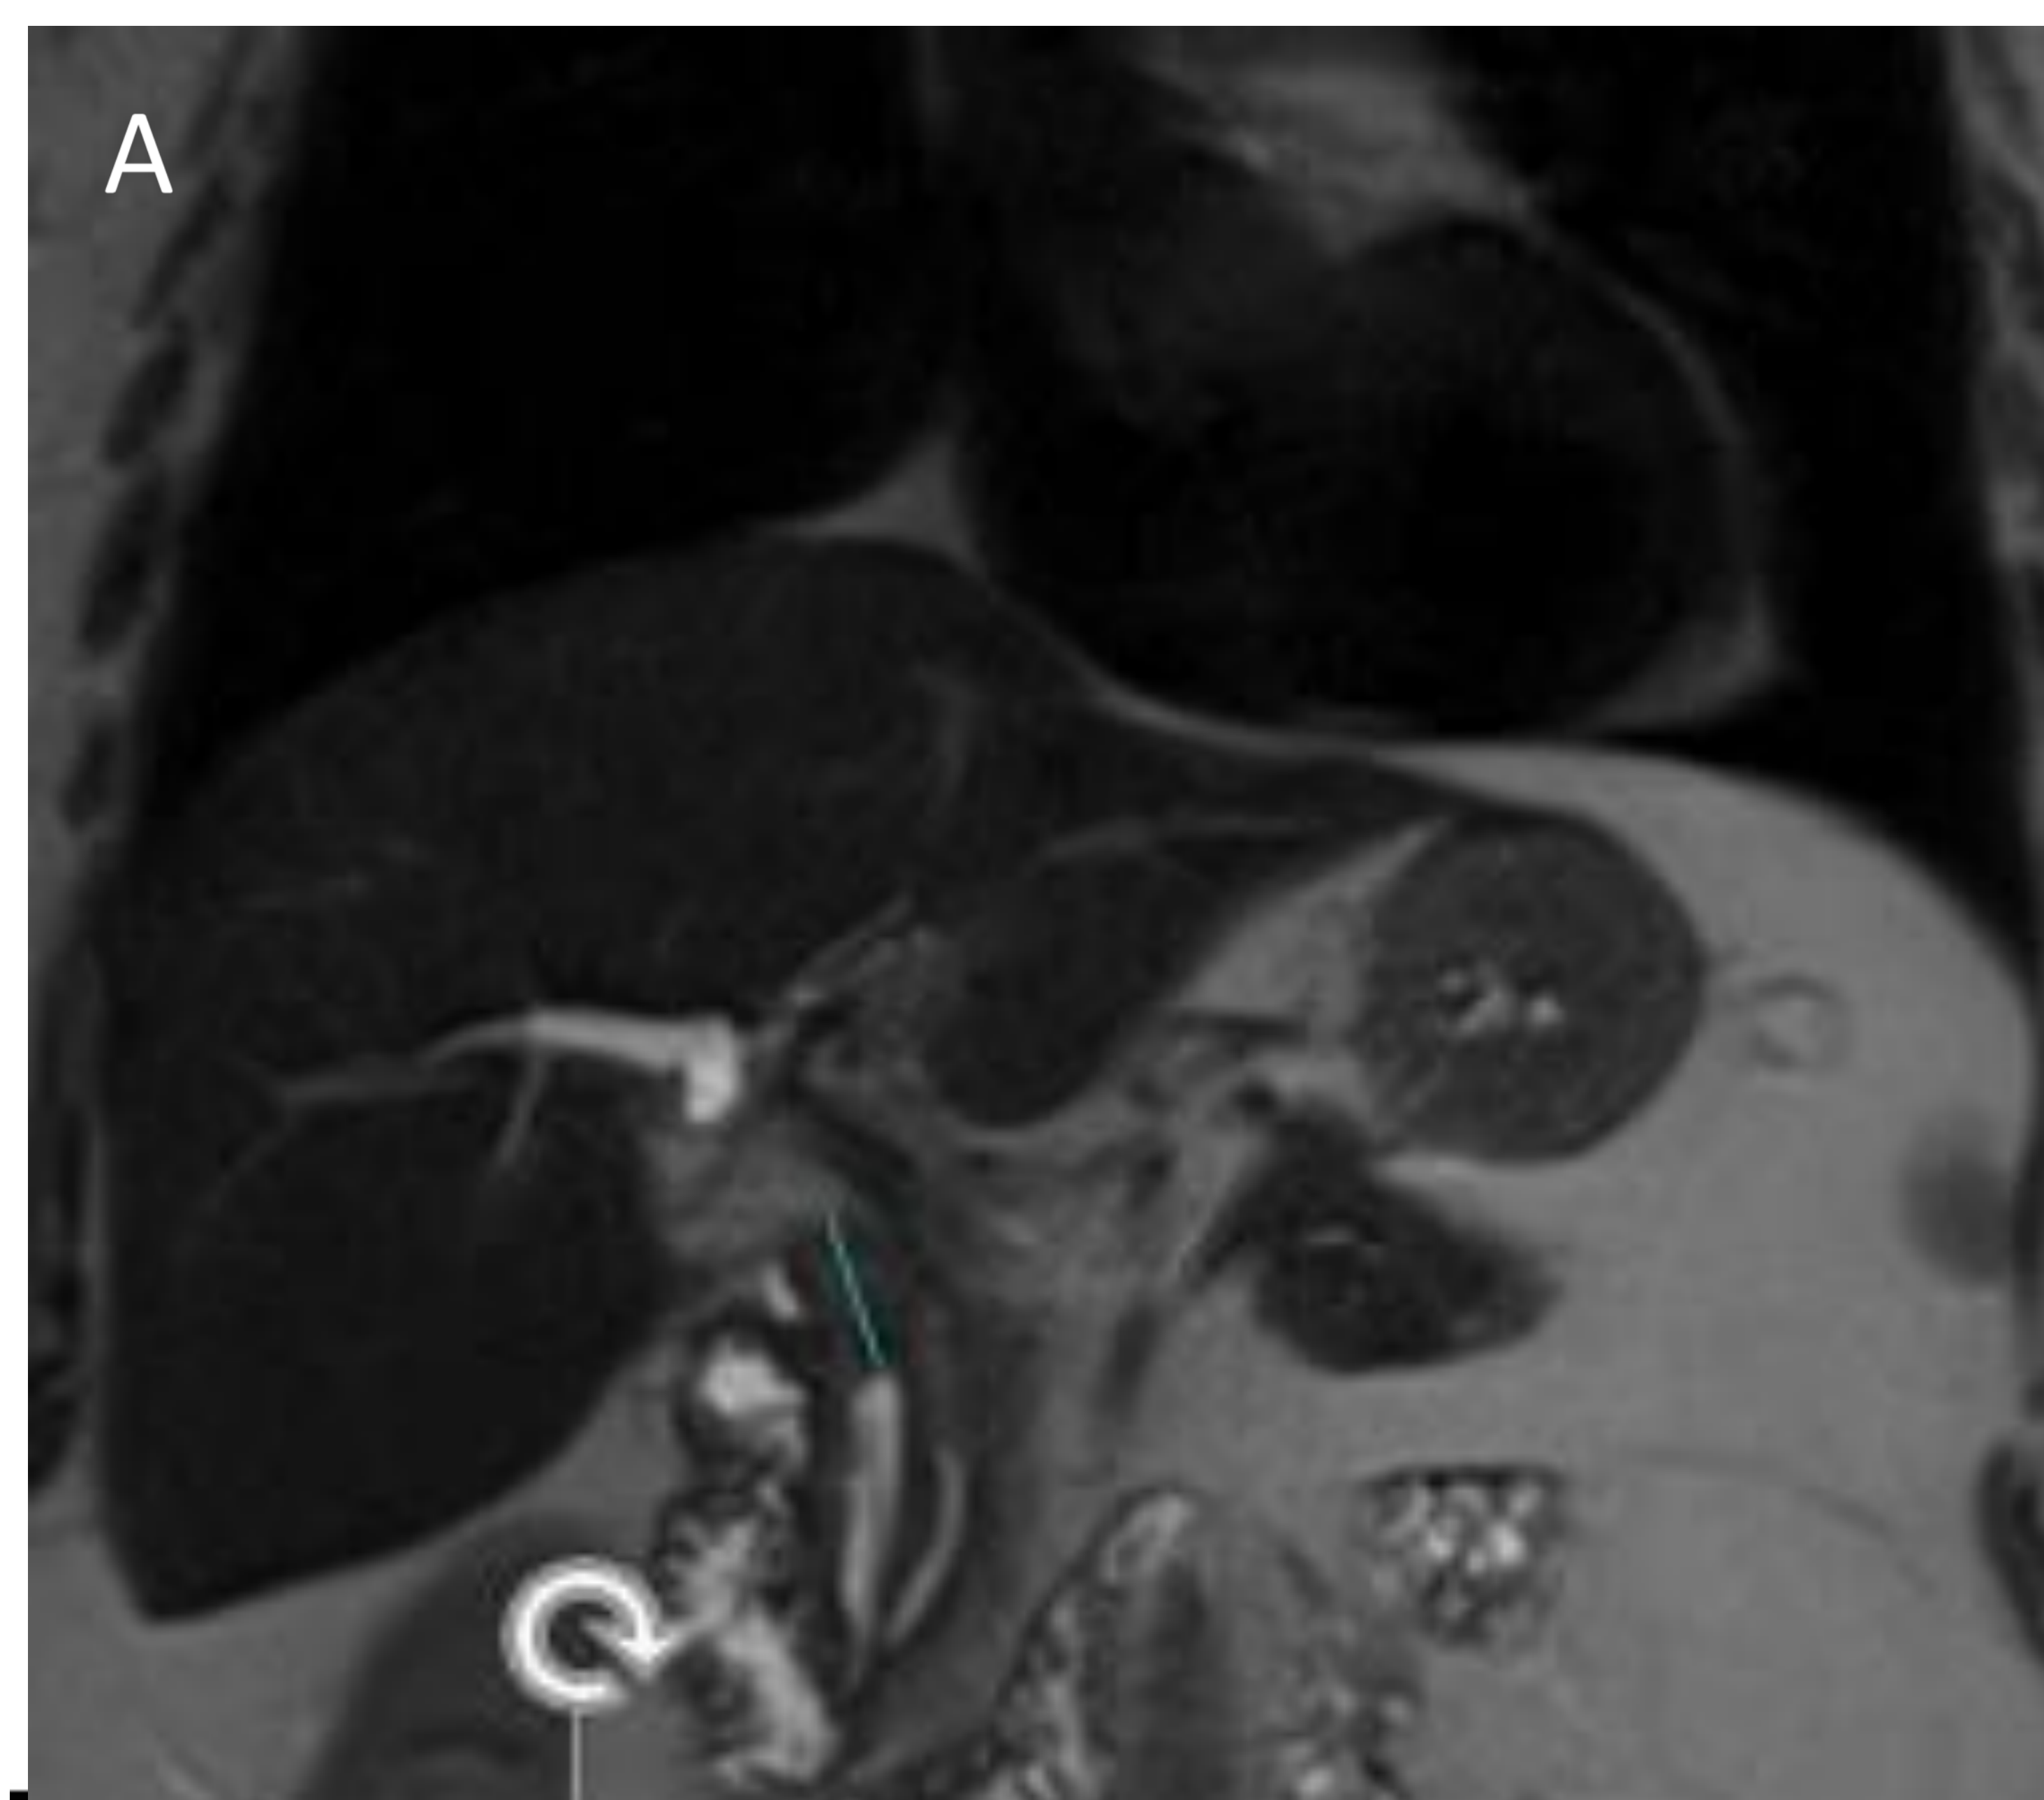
(continuación). Imágenes A-B: Se realizo RM hepática donde se observa una lesión de partes blandas que afecta colédoco hasta el inicio de su trayecto pancreático, engloba y obstruye el remanente cístico, con infiltración focal del parénquima de cabeza, presenta señal intermedia en T2 con restricción de la difusión. Imagen C: PET TC- FDG de extensión .Incremento de la captación de elevada intensidad en relación con la lesión visible que asocia una elevada tasa de proliferación celular, compatible con TNE de probable alto grado; el cual se confirmó por informe definitivo de AP : Carcinoma neuroendocrino de células pequeñas de vía biliar extrahepática. Ki 67 90%.
